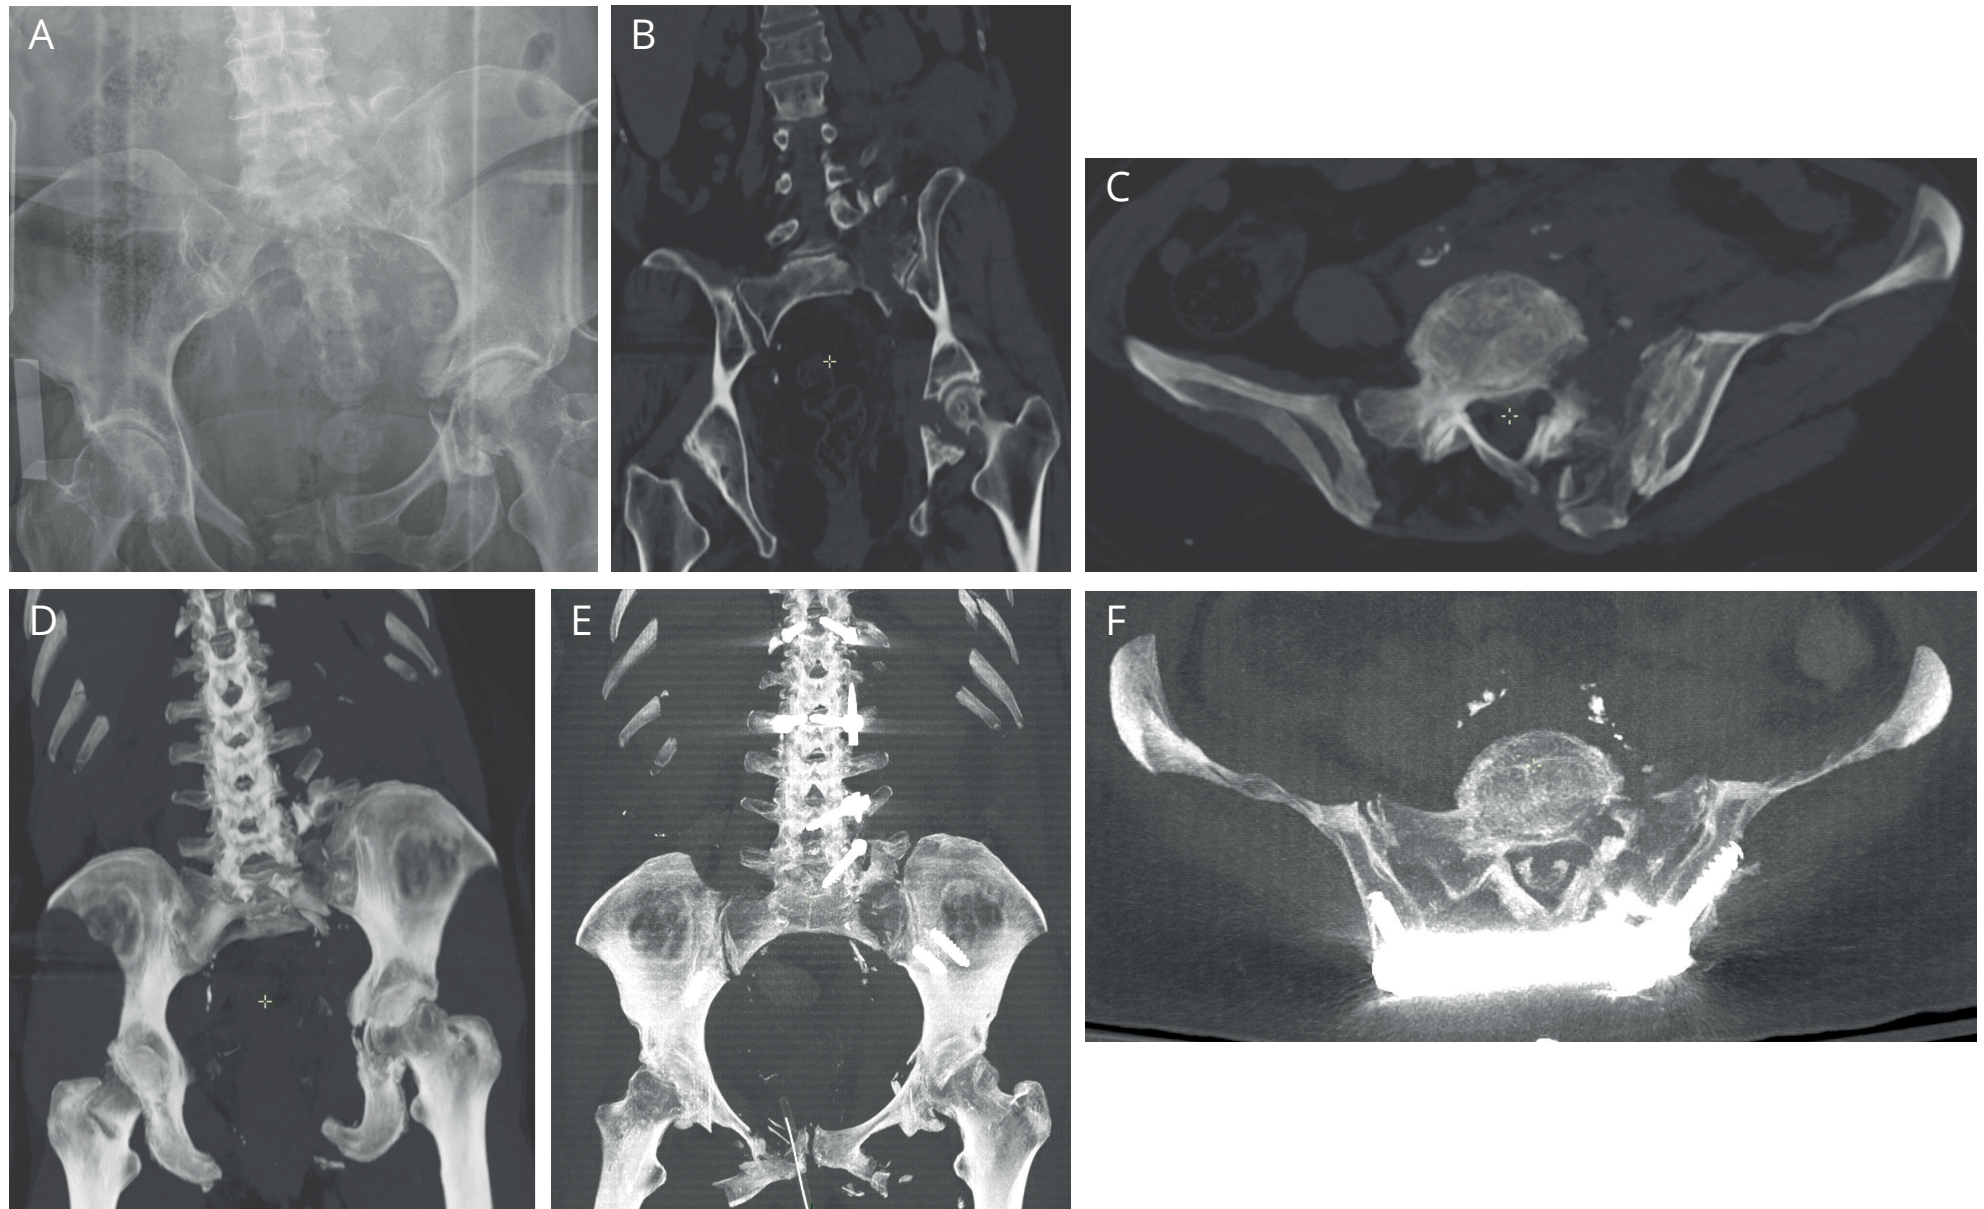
Exemple de polytraumatisme avec, entre autres, une lésion VS gauche, une fracture du cotyle G et de la vertèbre L1. En (A), radiographie de face sur *spine board* en salle d'urgence. Le diagnostic de Tile C est aisé. En (B), confirmation de la lésion au CT-scan. Elle emporte une partie du sacrum en suivant les neuroforamens et s'ascensionne dans les transverses de L5 et L4. Notez la fracture de L1 : il faut toujours veiller à rechercher les lésions associées. En (C et D), images MIPR en axial et coronal préopératoire. En (E et F), mêmes images en postopératoire. Notez la réduction acceptable du déplacement par synthèse lombopelvienne.
